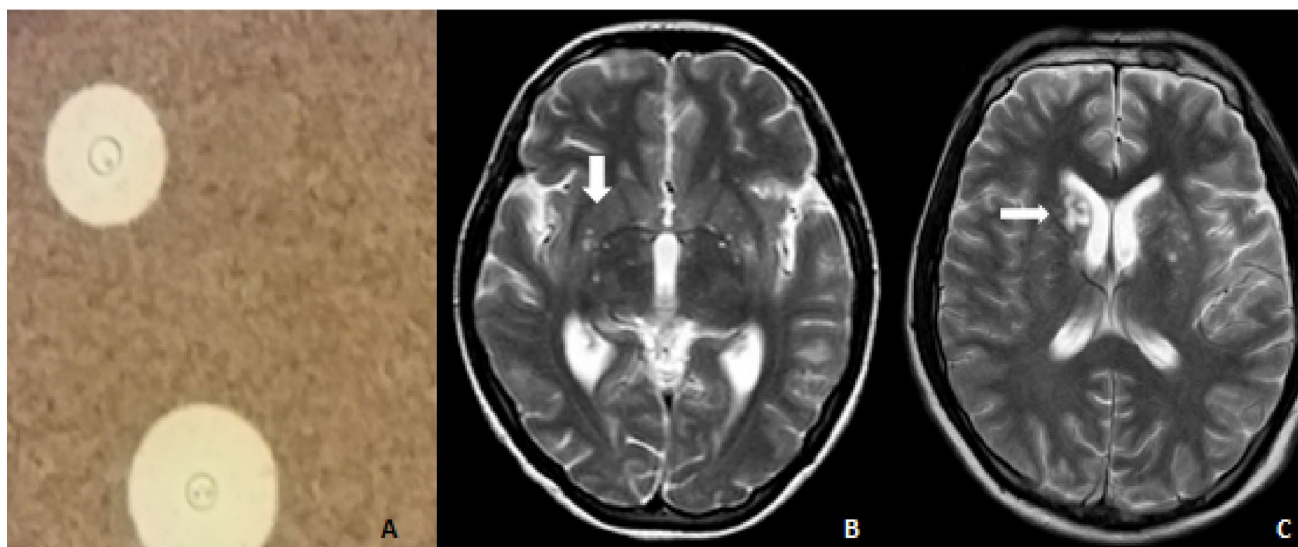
A, Tinta china. B, IRM secuencia T2 axial, donde se aprecia dilatación de espacios perivascuales de Virchow Robins a nivel de ganglios de la base, hallazgo frecuente en pacientes con Meningitis Criptocócica. C, IRM secuencia T2 axial, lesiones pseudoquisticas/ criptocomas.
